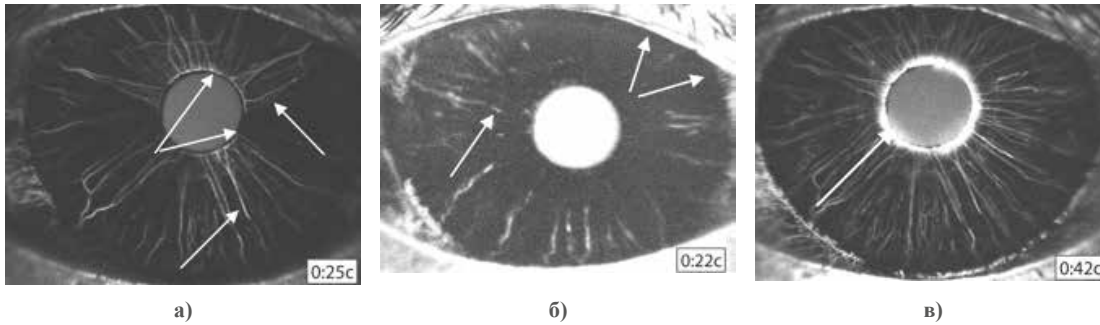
Иридоангиограммы пациентов группы 2: а) Пациент В. 63 года, б) Пациент Х., 62 лет, в) Пациент М., 67 лет, зоны локального отсутствия извитости и неравномерности калибра сосудов радужной оболочки, секторальные зоны ишемии (гиперперфузии), неполное просачивание контрастного вещества через стенки сосудов зрачковой зоны радужки, полное прокрашивание зрачкового края радужки - симптом «затмения солнца»
